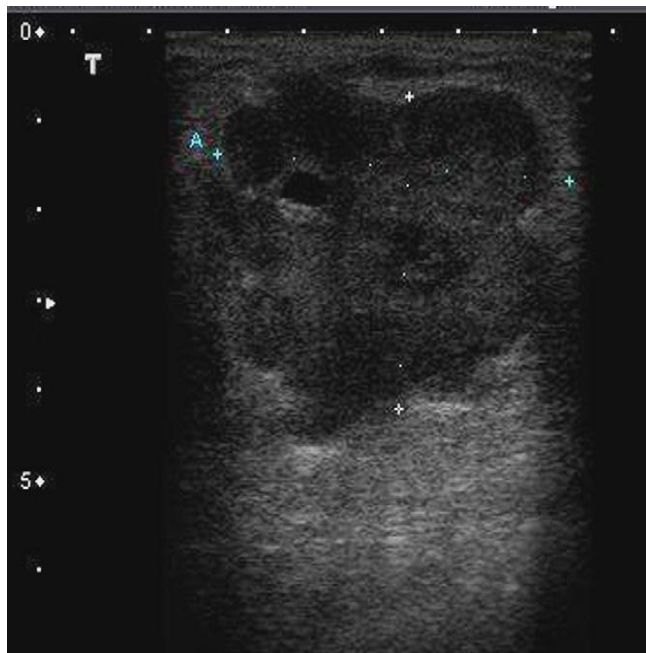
Échographie mam- maire : cancer du sein chez une femme enceinte, masse hétérogène microlobulée avec zones pseudokystiques [14].
